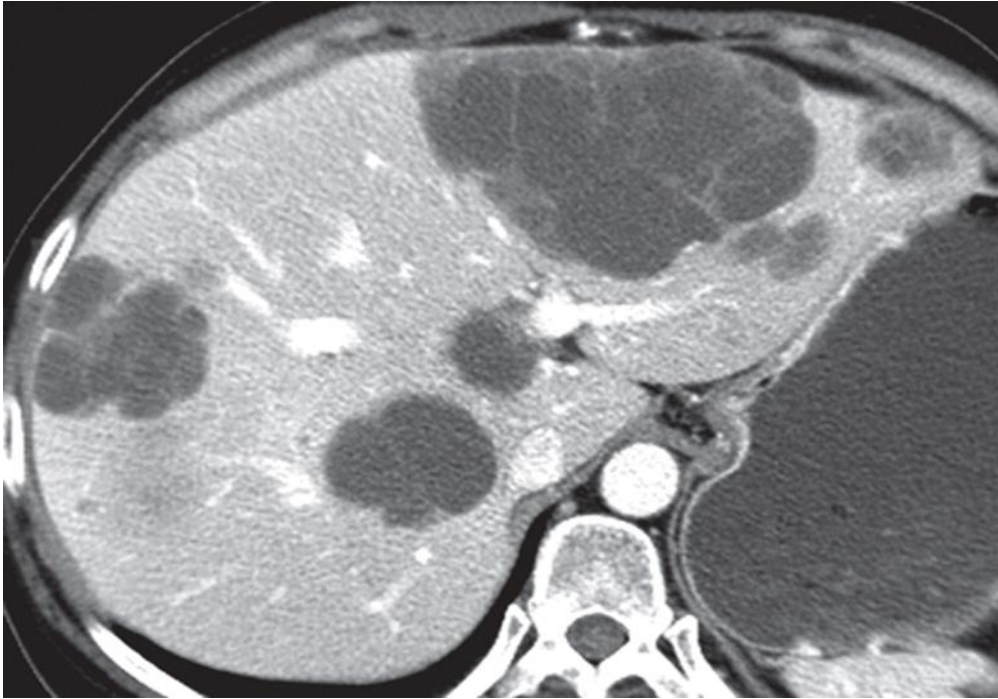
Image de TDM abdominale en coupe axiale montrant des métastases kystiques du foie [47].
